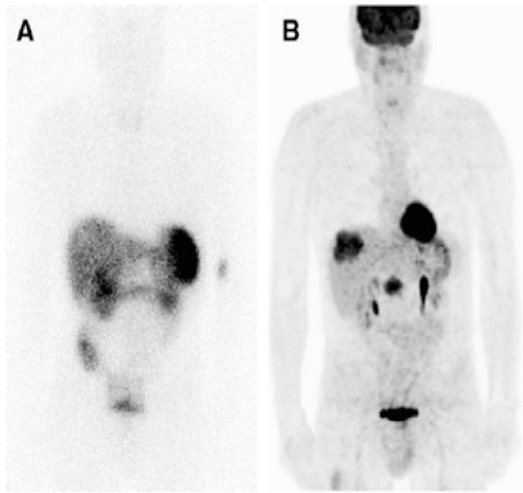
Un patient âgé de 63 ans présente une métastase hépatique d'une TNEp de G1 (A) SRS ne montre aucune fixation. (B) TEP-FDG montre une intense fixation au niveau de la TNEp et de la métastase hépatique. $ki67 < 2\%$ avec une différenciation. TEP-FDG positif. [101]
